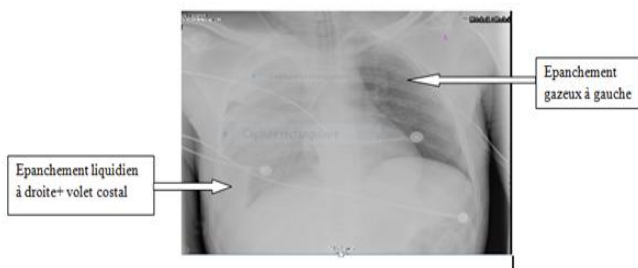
Radiographie standard du thorax de face montrant l'épanchement mixte thoracique et volet costal
